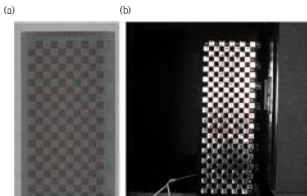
Homography 계산을 위한 특징점 추출 (a)스티칭된 X선 영상 (b)카메라 영상
